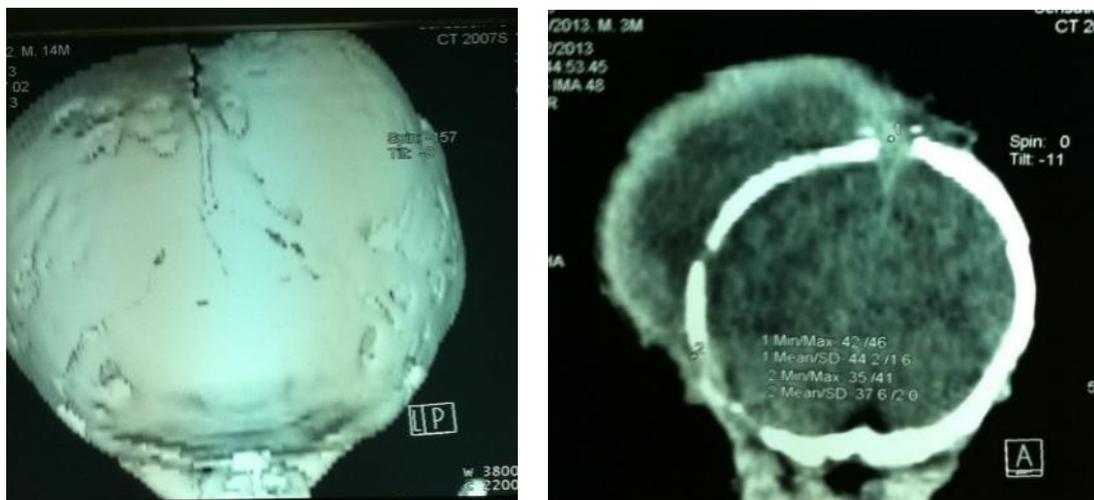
КТ головного мозга больного Г., 12 мес., с диагнозом окостеневшая кефалогематома в теменной области справа больших размеров (110 мл)
